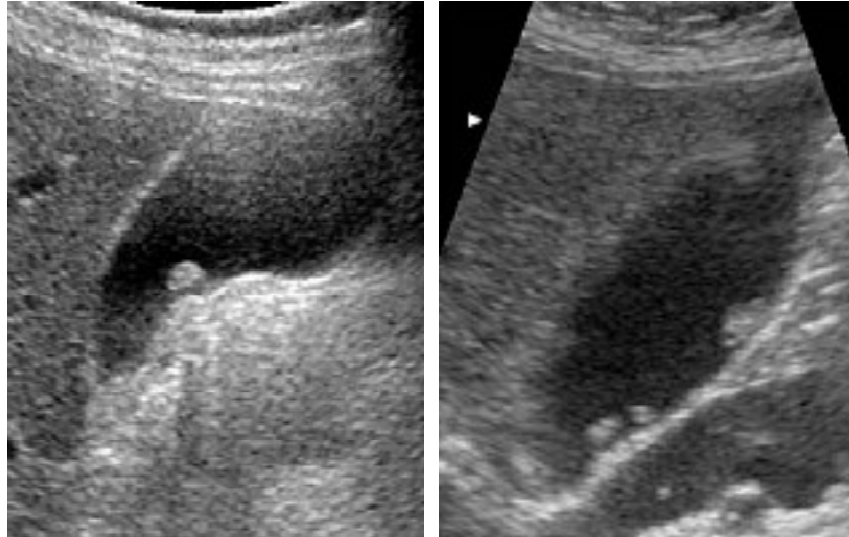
Cholestérolose : coupes échographiques axiale (image a droite) et longitudinale (image a gauche) montrant de multiples formations arrondies de petite taille, hyperéchogènes, sans cône d'ombre postérieur, rattachées à la paroi vésiculaire.
